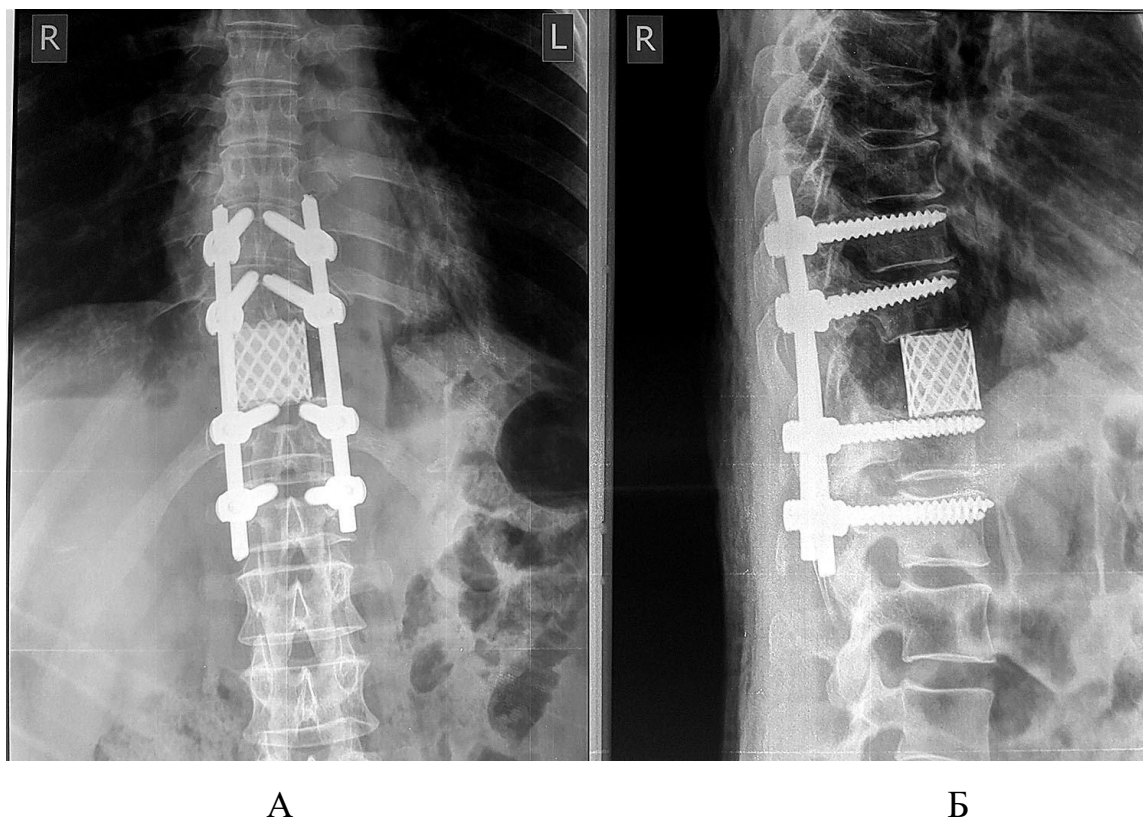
Рентгенограммы в прямой (А) и боковой (Б) проекциях пациентки Е., 64 лет, после оперативного лечения: транспедикулярная фиксация Th9-Th10-Th12-L1 декомпрессивная ламинэктомия Th11; спондилэктомия Th11 позвонка из заднего доступа; межтеловой спондилодез Th10-Th12 мешком с костным цементом
